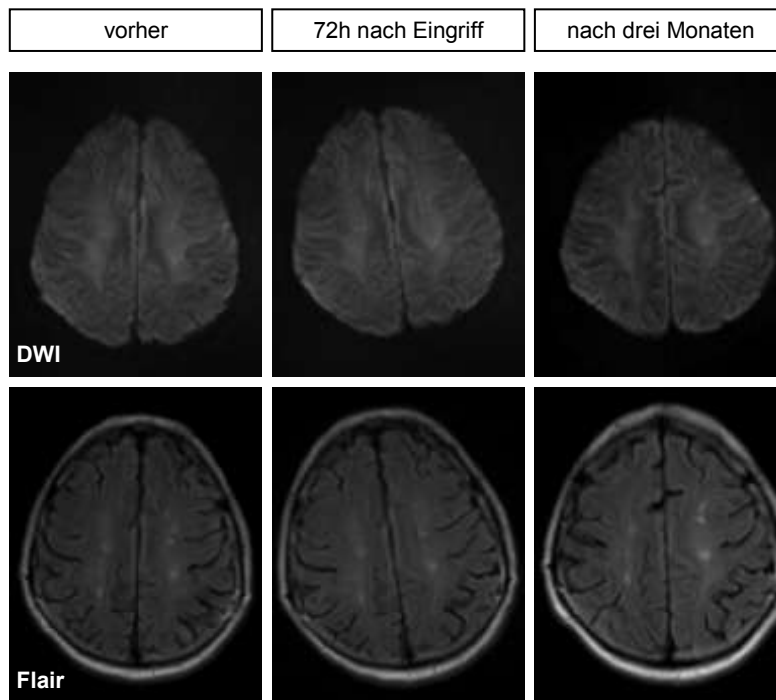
Keine neuen DWI- oder FLAIR-Läsionen nach dem Eingriff. Abteilung Neuroradiologie UMG, 2010
